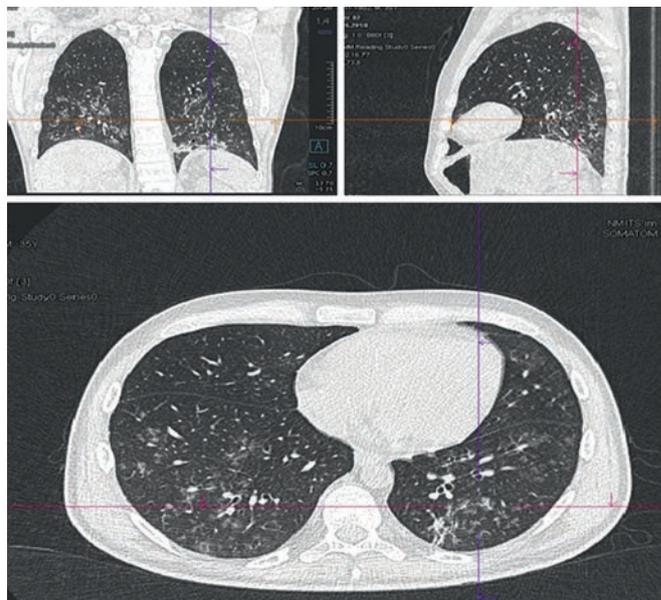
Пациент Г.А.А., 35 лет. Компьютерные томограммы органов грудной клетки на 3-й день терапии гемтузумабом озогомицином + азацитидином. Положительная динамика в виде выраженной регрессии очаговых, инфильтративных и перифокальных интерстициальных изменений
